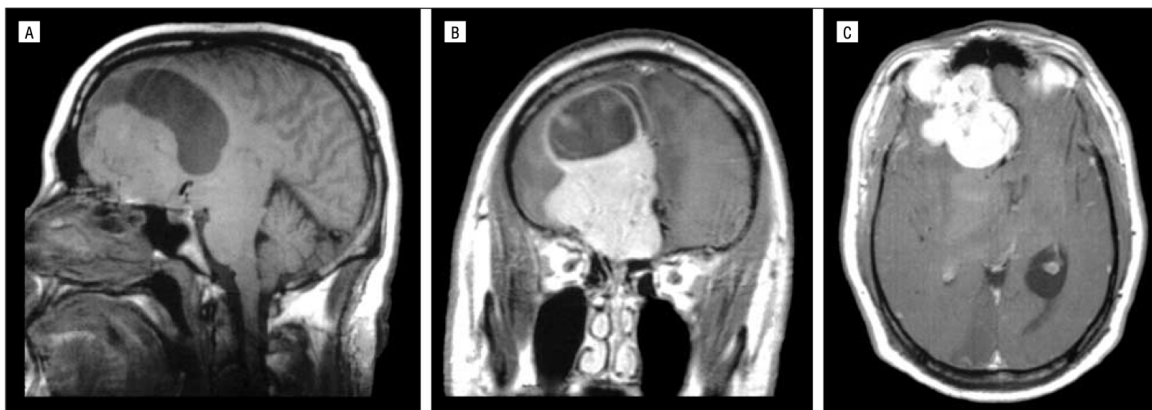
Magnetic resonance imaging scans at the time of initial neurologic evaluation: T1 sagittal (A), contrast-enhanced coronal (B), and contrast-enhanced axial (C) views. In A and B, the tumor mass extends superiorly from the olfactory groove, displacing the right orbitofrontal cortex and distorting the dorsolateral prefrontal cortex. The tumor is capped by a large cystic portion.
